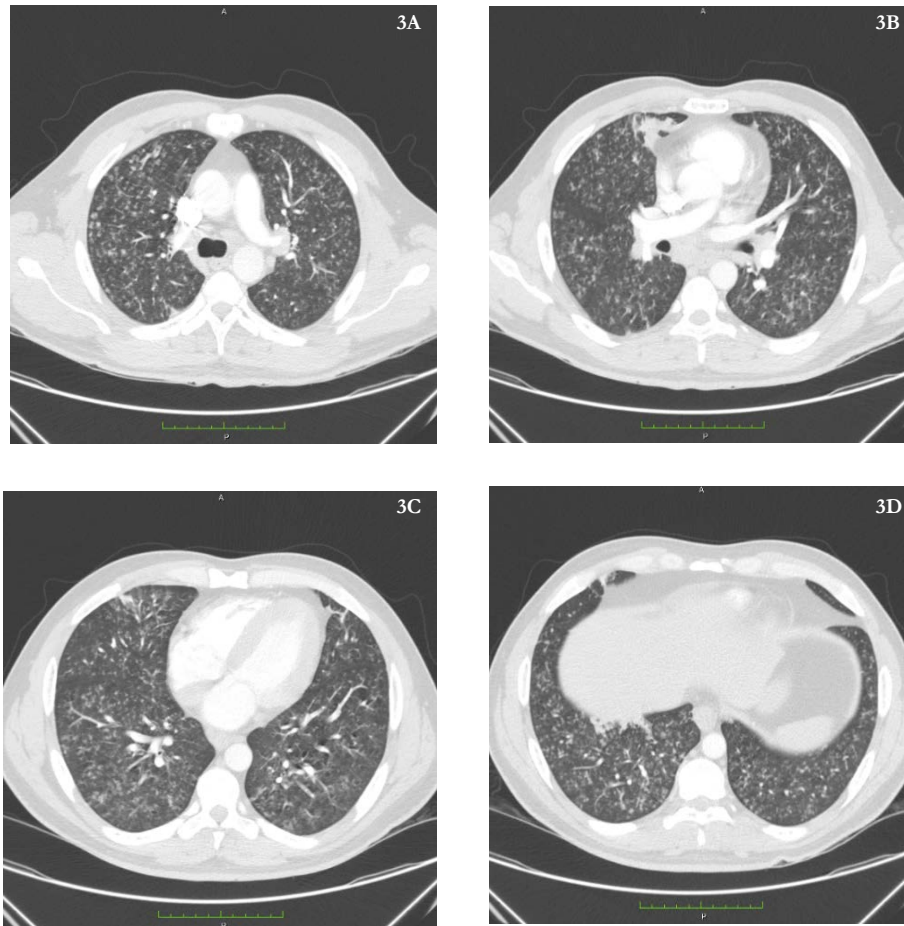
Angiotomografía de tórax. Micronódulos centrilobulillares con patrón de árbol en gemación en algunos segmentos, asociado a engrosamiento de paredes bronquiales (A-D) con opacidades en vidrio esmerilado (C) hallazgos sugestivos de bronquiolitis; sin signos de tromboembolismo pulmonar agudo
